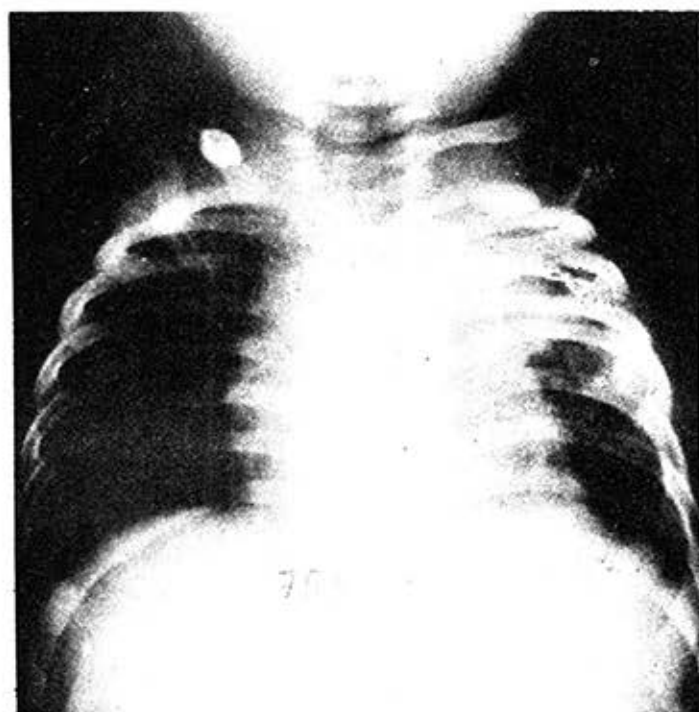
Paciente 2. Radiografía posoperatoria, donde se observan puntos de sutura metálica y el mediastino, sin desplazamiento.
